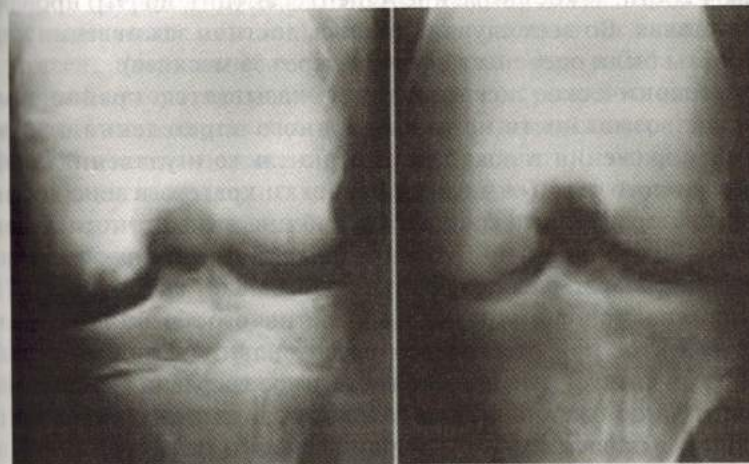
Слева отсекающий остеохондрит у подростка. Лечение консервативное (гипсовая иммобилизация). Справа рентгенограмма того же больного через три года. Полное заживление костно-хрящевого дефекта, закрытие зоны роста [91]
